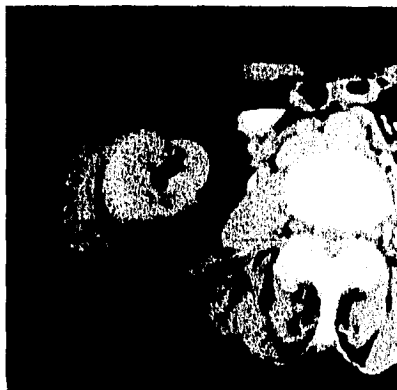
TC de abdomen observándose a nivel de ciego, engrosamiento de la pared, cambios a nivel de la grasa periférica, disminución de la luz debido a absceso secundario a apendicitis aguda.
